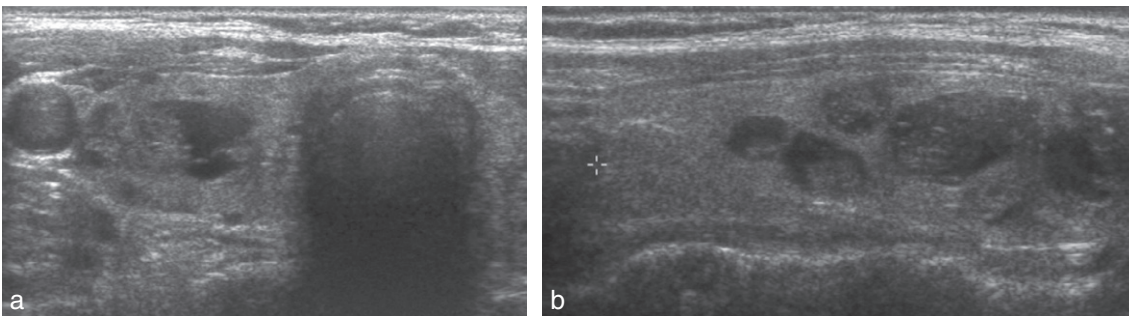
Échographie thyroïdienne : multiples nodules hypoéchogènes hétérogènes d'un goitre multinodulaire.
